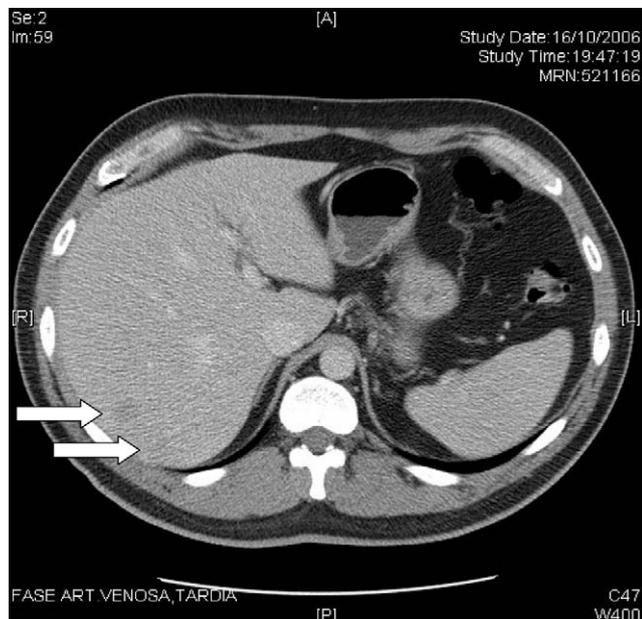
Tomografía computarizada abdominal. Nódulos hepáticos sólidos hipodensos en el lóbulo hepático derecho.
